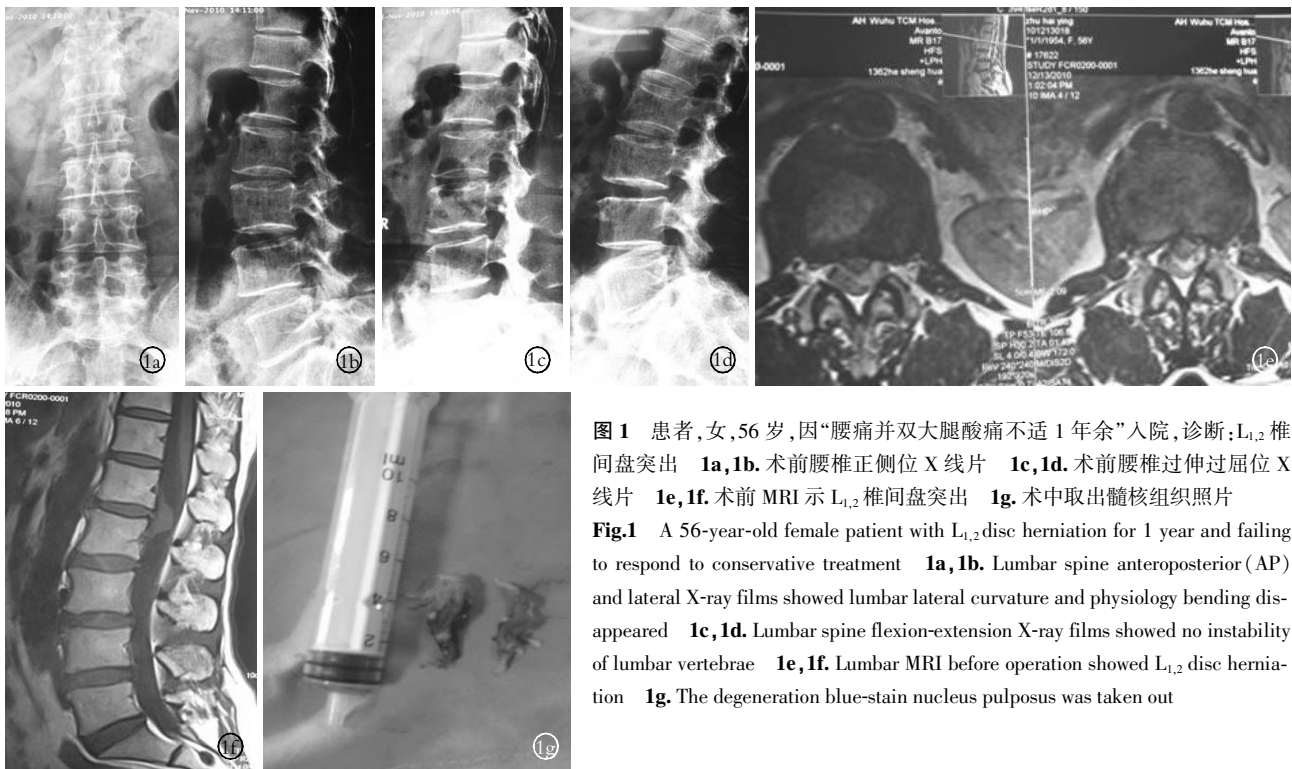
患者,女,56 岁,因“腰痛并双大腿酸痛不适 1 年余”入院,诊断:L<sub>1,2</sub> 椎间盘突出 1a,1b. 术前腰椎正侧位 X 线片 1c,1d. 术前腰椎过伸过屈位 X 线片 1e,1f. 术前 MRI 示 L<sub>1,2</sub> 椎间盘突出 1g. 术中取出髓核组织照片
